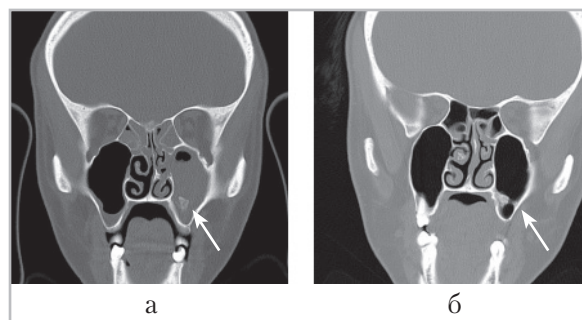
Компьютерные томограммы черепа во фронтальной проекции пациентки А., 24 года: а (до лечения) — отмечается субтотальное заполнение неоднородным содержимым левой гайморовой пазухи с наличием инородного тела костной плотности в нижних отделах (стрелка); б (после лечения) — патологические изменения в верхнечелюстном синусе отсутствуют (стрелка)
